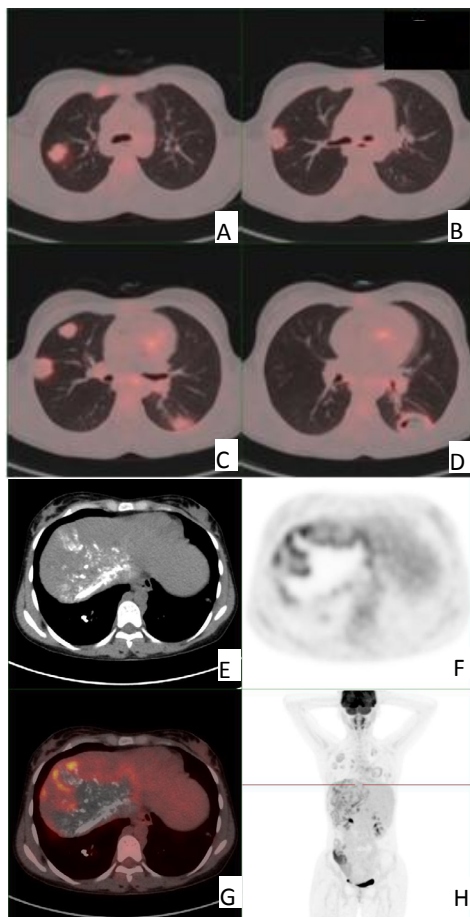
同一双肺多发转移肝脏泡型棘球蚴病患者肺部和肝脏增强CT与PET-CT图像
